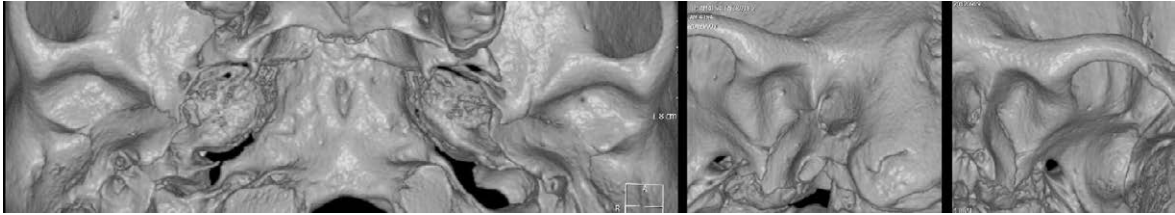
Rapporto tra condilo e fossa mandibolare: a sinistra una sezione coronale, a destra una sezione orizzontale della fossa mandibolare e del condilo; si notino le due distinte faccette funzionali e la corrispondenza tra le facce articolari contrapposte. TC *cone beam* di reperto del Museo di Antropologia dell'Università di Firenze.
